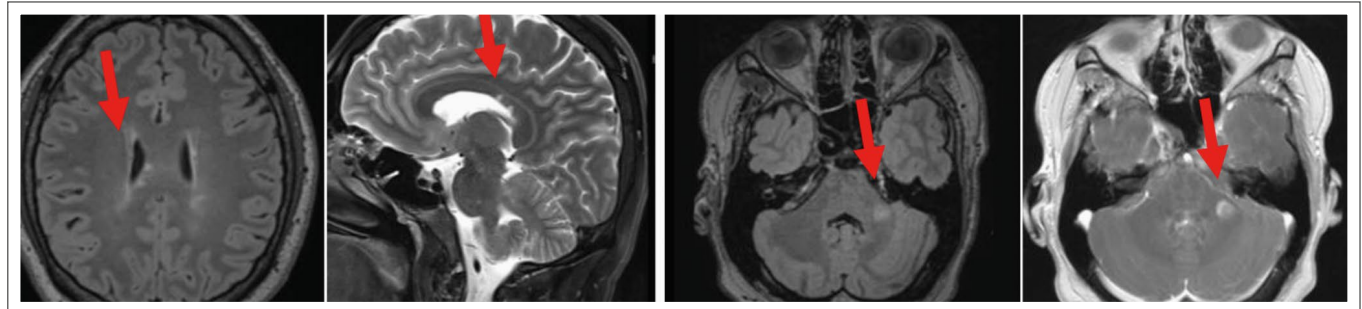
MRT-Bilder Patient 2, April 2020: von links nach rechts: Schädel T2 axial mit periventrikulären Herden (Pfeil), Schädel T2 sagittal: Balkenherd (Pfeil), Schädel T2 axial: Herd im linken mittleren Kleinhirnstiel, T1 mit KM axial: KM aufnehmende Läsion ebendort (Pfeil)
